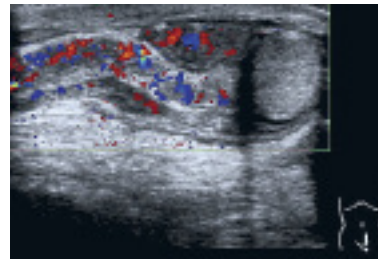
11-jähriger Knabe, Rötung, Schwellung und Überwärmung des Skrotums: sonografisch Epididymitis, farbdopplersonografisch verstärkte Vaskularisation des linken Nebenhodens und des Samenstrangs.
